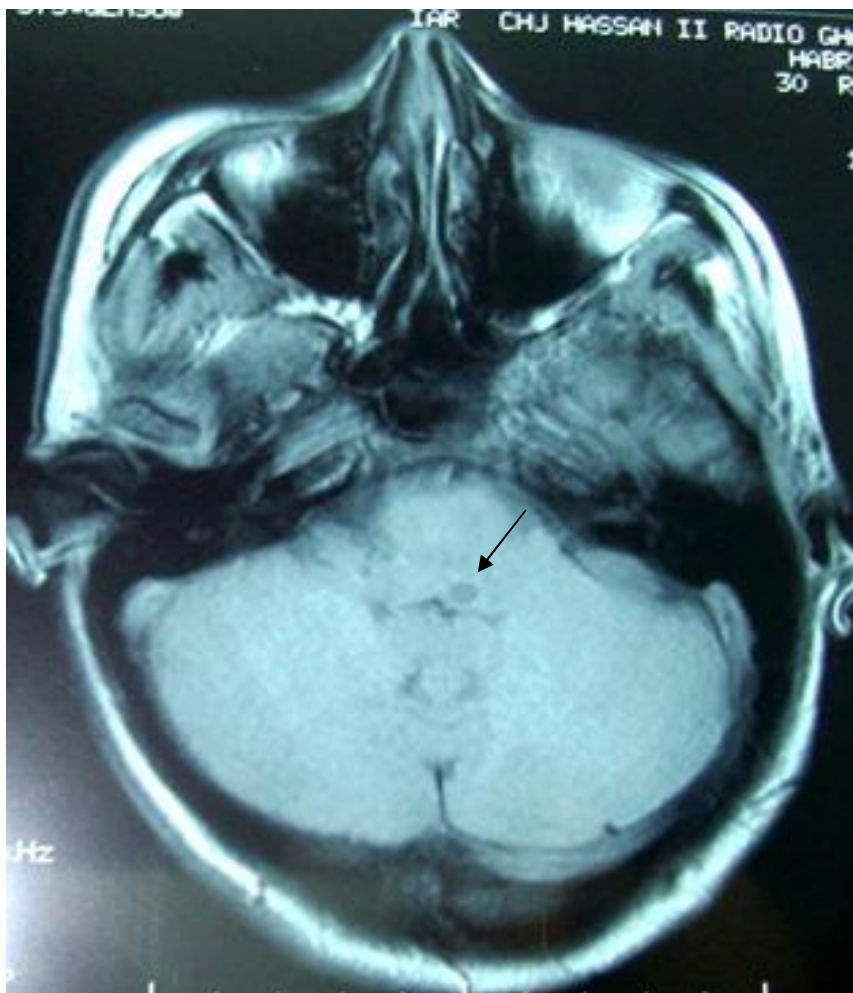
IRM cérébrale montrant une image en hyposignal en T1, au niveau de la partie postérieure de la jonction bulbomédullaire.
